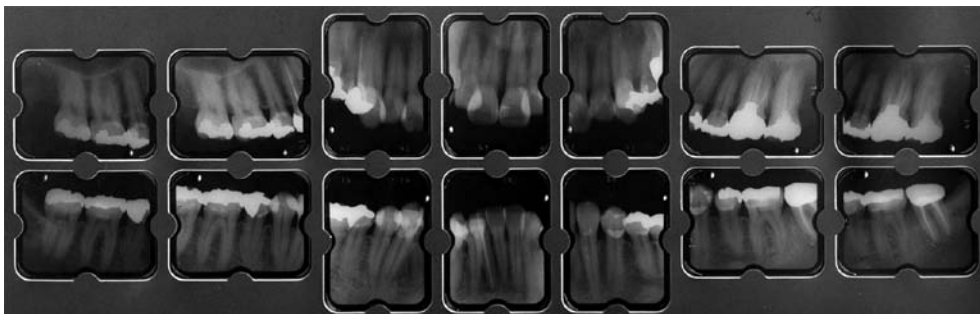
Intraoral radiographs at first examination (34Y10M)
